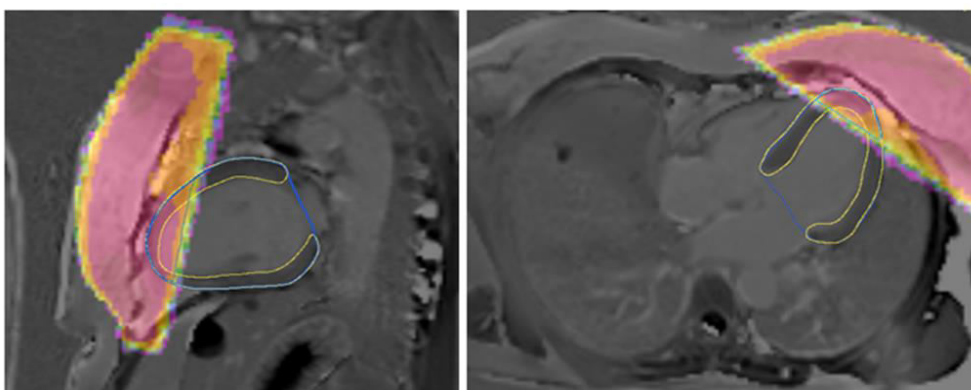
Beispieldarstellung CT-/MRT-Fusion in 2CH (links) und 4CH (rechts)
